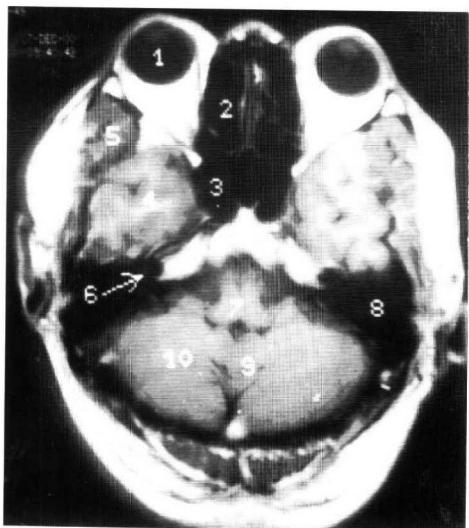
MRI T<sub>1</sub> 加权像横轴位
